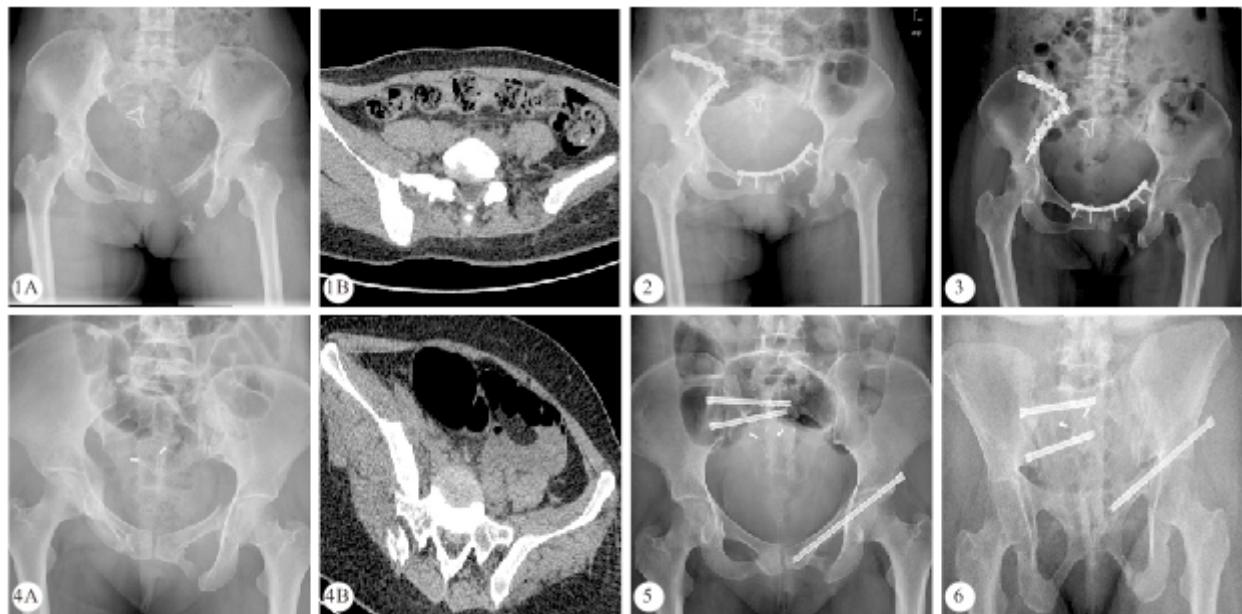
1 例 A 组患者术前骨盆正位 X 线(A)和术前骨盆 CT 横断面(B)
